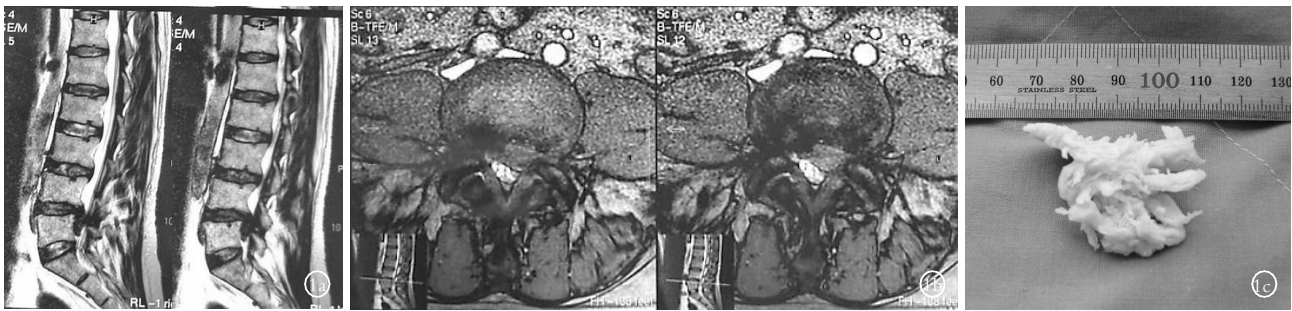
男性患者, 52 岁, 腰椎间盘突出症, 病史 3 年余, 明显加重 10 d 1a. 腰椎 MRI 矢状位: L_{4/5} 椎间盘髓核脱出, 突入椎管占位达 50% 以上造成局部狭窄 1b. 腰椎 MRI 横断位: L_{4/5} 纤维环破裂, 髓核脱出, 占椎管横断面 2/3, 硬膜囊受压明显变形, 左侧神经根被淹没 1c. 摘除髓核大体标本, 髓核组织明显退变硬化, 呈索条状, 重量 4.3 g
